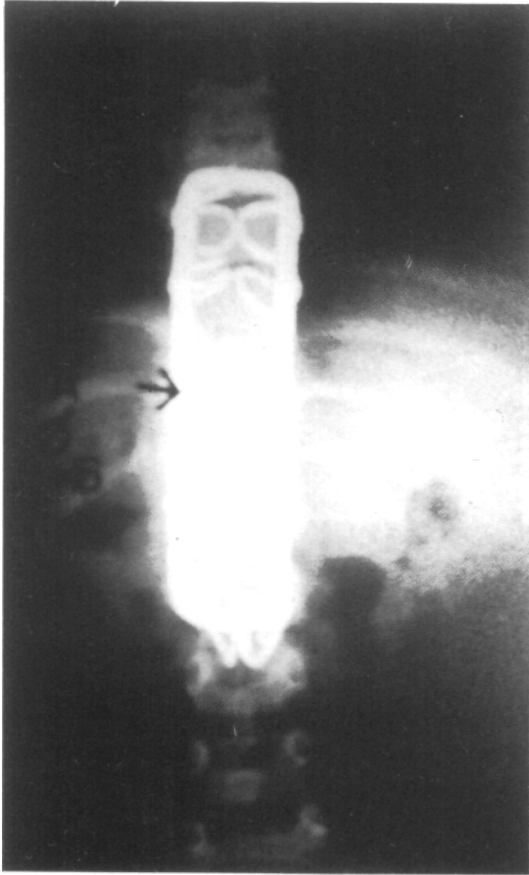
Radiografía de frente postoperatoria. La flecha indica injerto costal (colocado por toracotomía).
